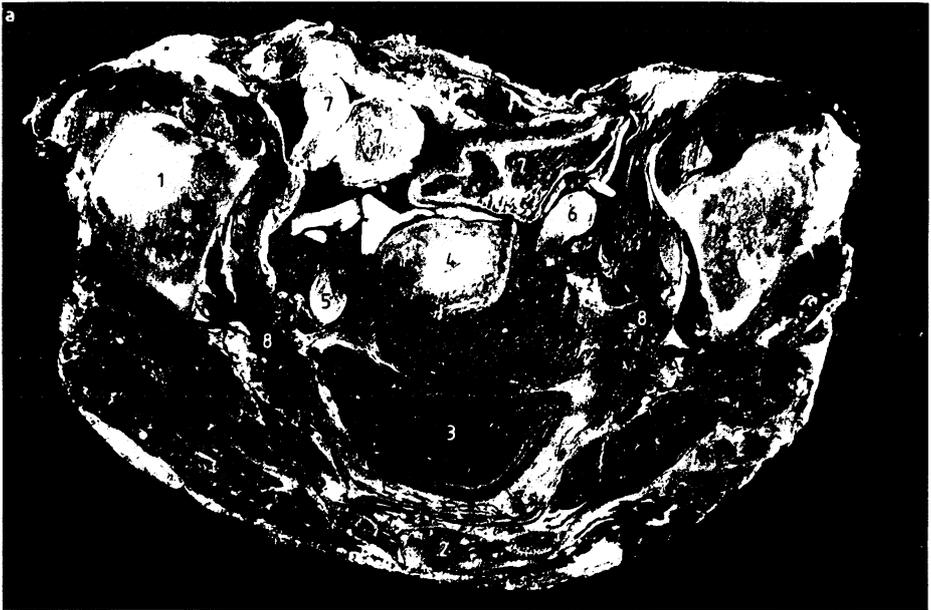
Anatomischer Transversalschnitt und zugehöriges CT-Bild in Gegenüberstellung.
